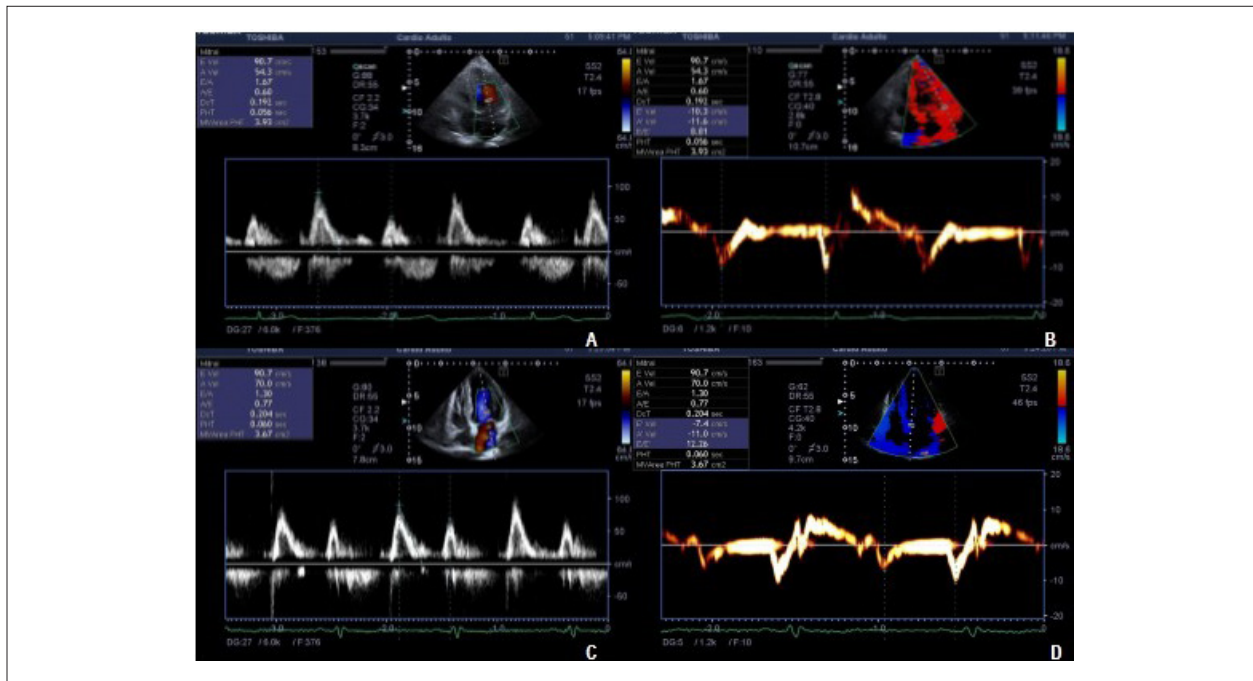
A e B) Imagens de Doppler pulsado mostrando fluxo transmitral e de Doppler tecidual septal mostrando padrão diastólico normal. C e D) Imagens de Doppler tecidual mostrando onda e' reduzida (7,4 cm/s), compatível com disfunção diastólica moderada (padrão pseudonormal).
